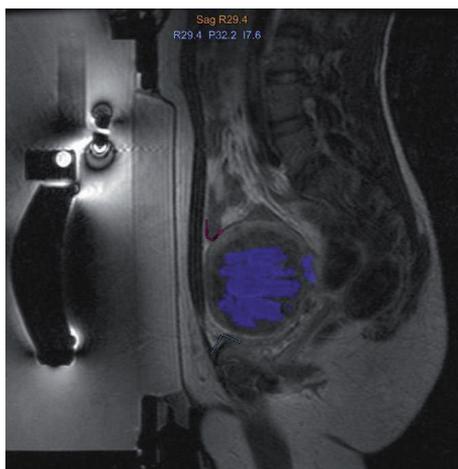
Steuerung und Überwachung der lokalen Temperatur während der fokussierten Ultraschallbehandlung erfolgt unter MRT-Kontrolle. Die blau dargestellten Bereiche entsprechen der vom Computer errechneten akkumulierten Dosis nach Beendigung der Therapie. Während der dreieinhalbstündigen MRgFUS-Behandlung erhielt die Patientin 77 Sonifikationen.
